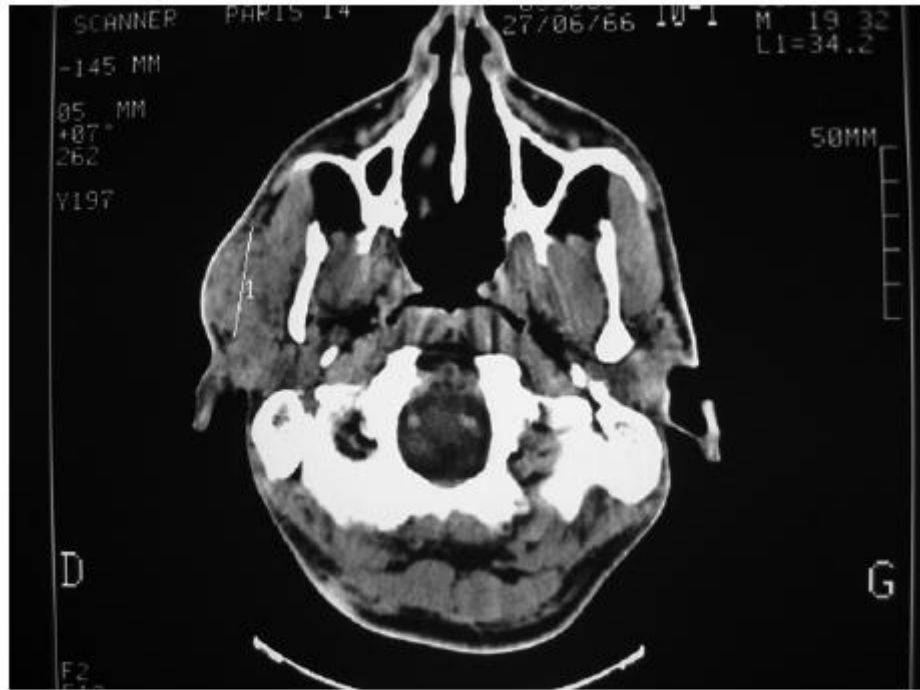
CT scan of case 2 showing a recurrent mass as a right preauricular lymphadenopathy. The patient, subsequently, underwent the excision via an intraoral approach as the second operation.
